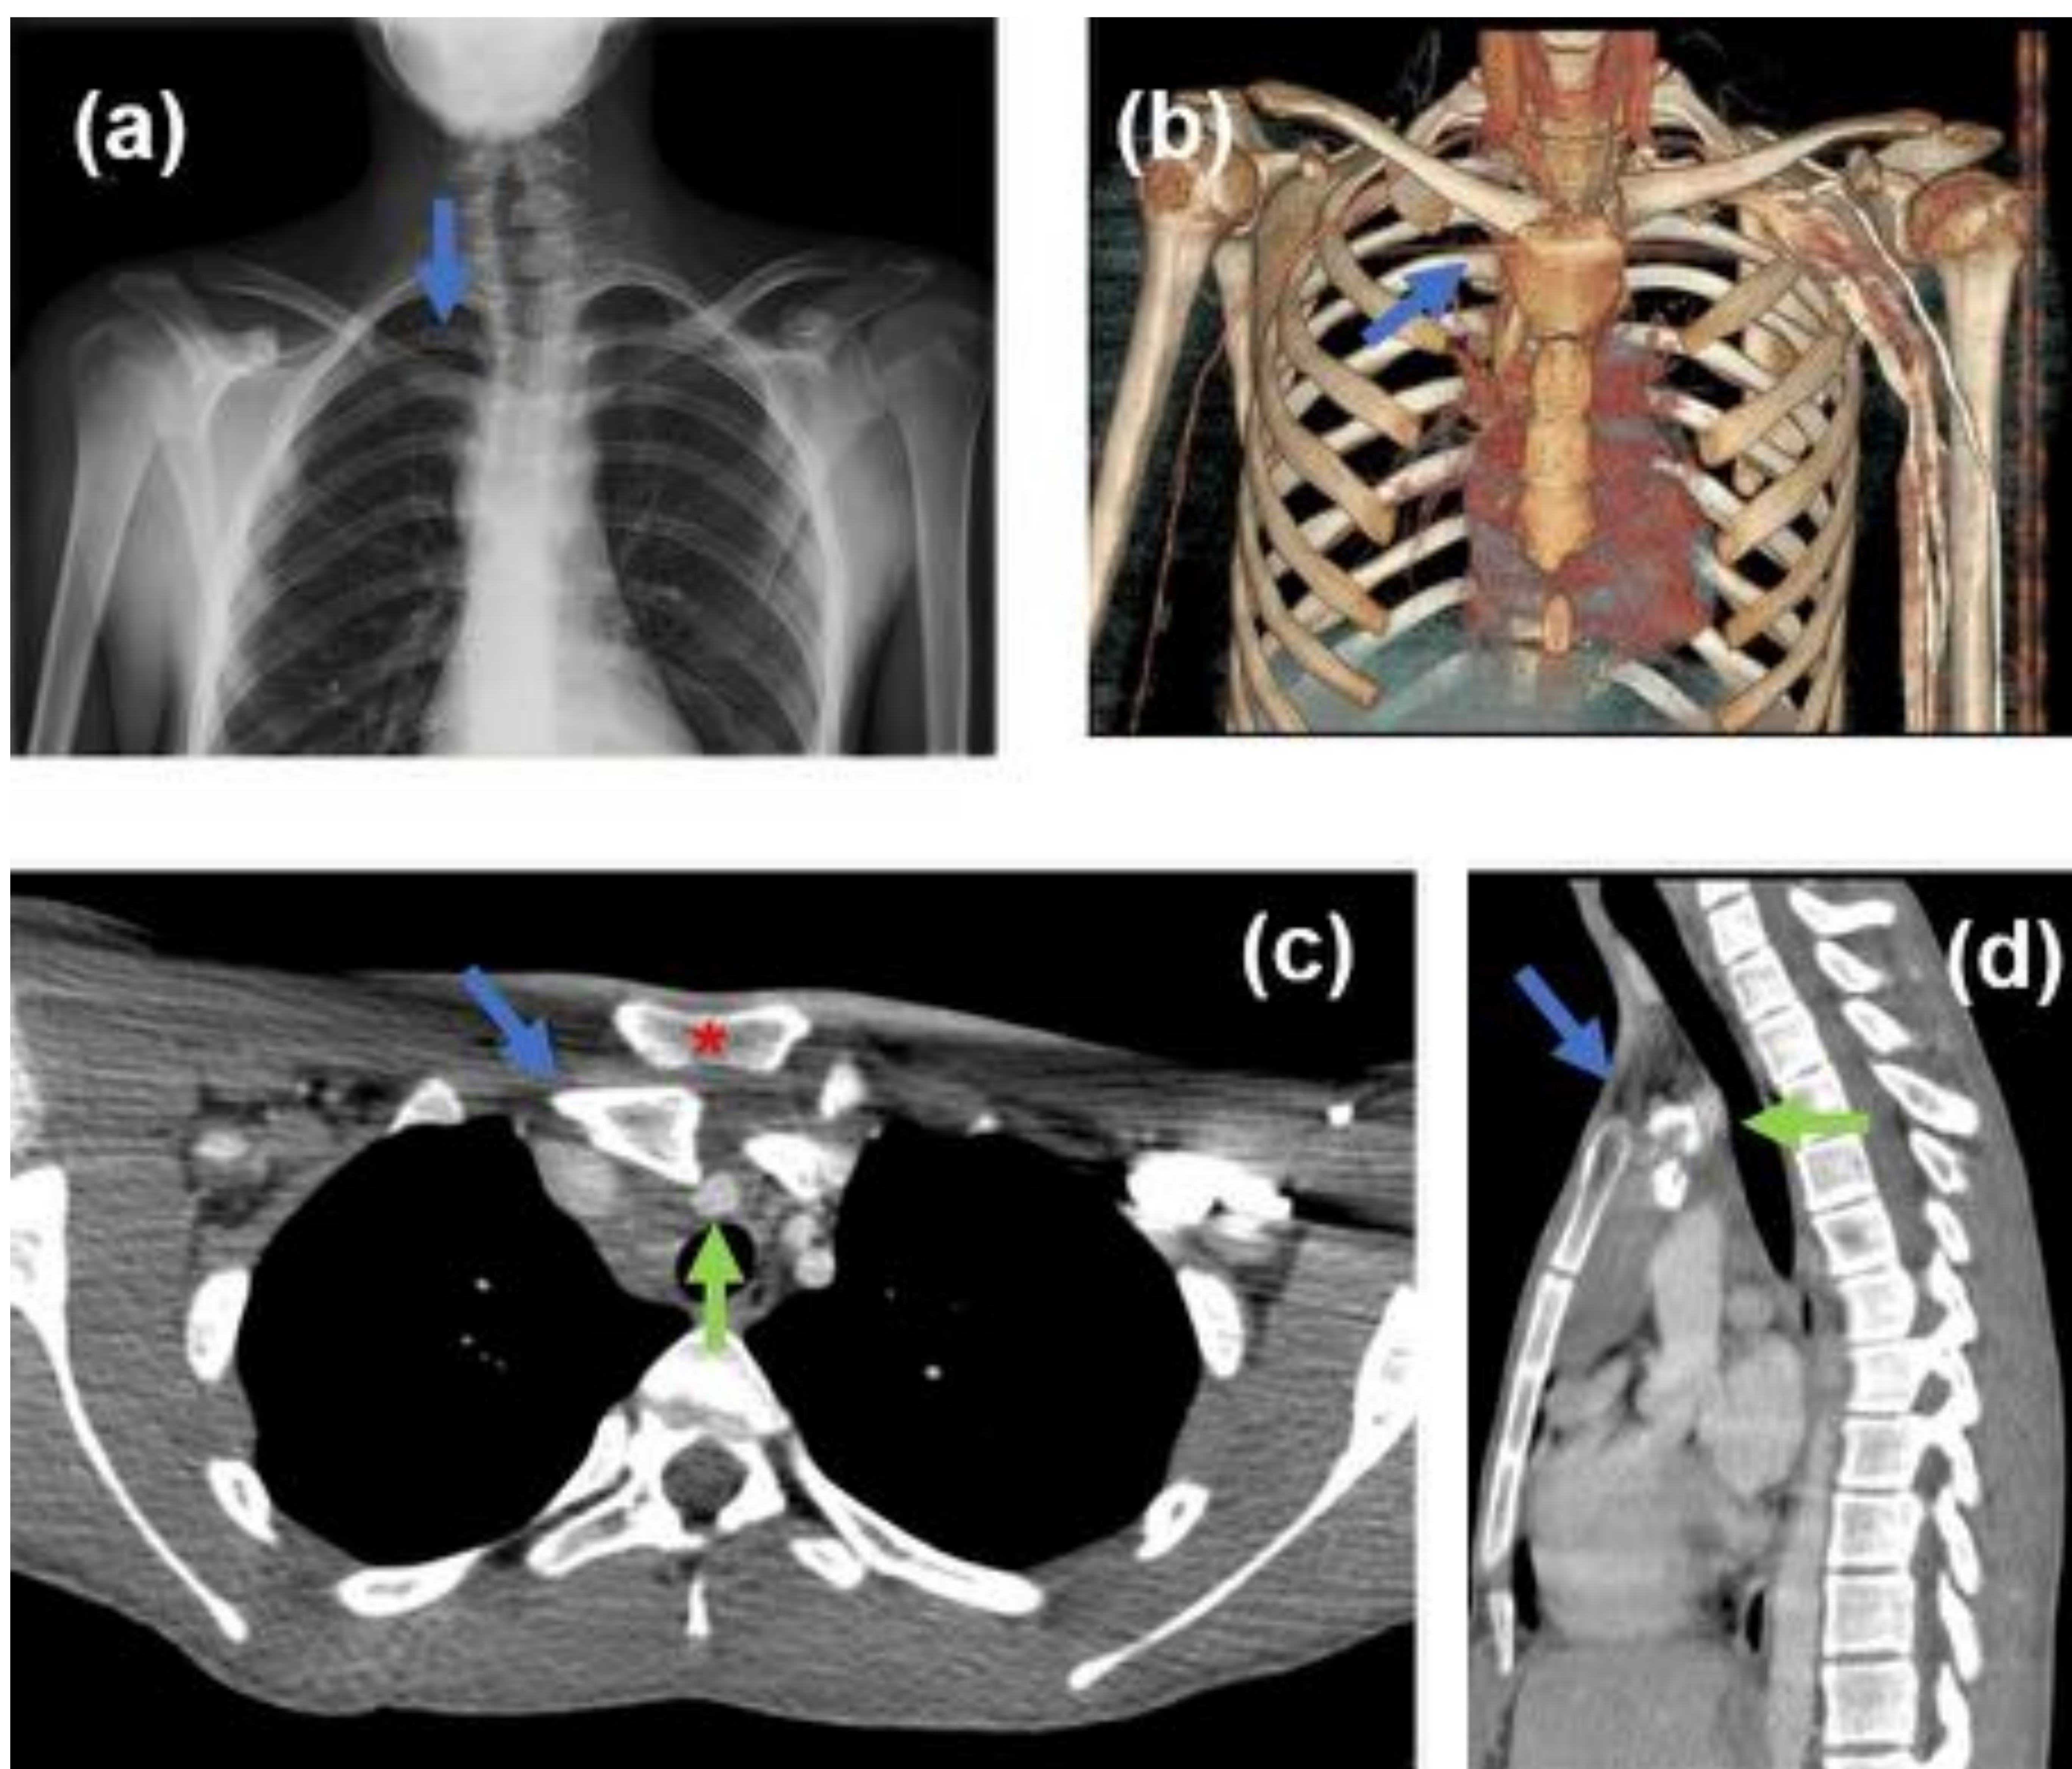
Luxación posterior de articulación esternoclavicular derecha en el contexto de traumatismo cerrado por caída con bicicleta. En la radiografía simple AP de clavícula se aprecia un descenso del extremo proximal de la clavícula derecha (a, flecha azul), viendo en la reconstrucción 3D que asocia un desplazamiento no solo posterior sino también caudal (b, flecha azul). La porción proximal de la clavícula luxada contacta e impronta directamente con el tronco venoso braquiocefálico (c y d, flecha verde), afortunadamente sin lesionarlo en este caso.
